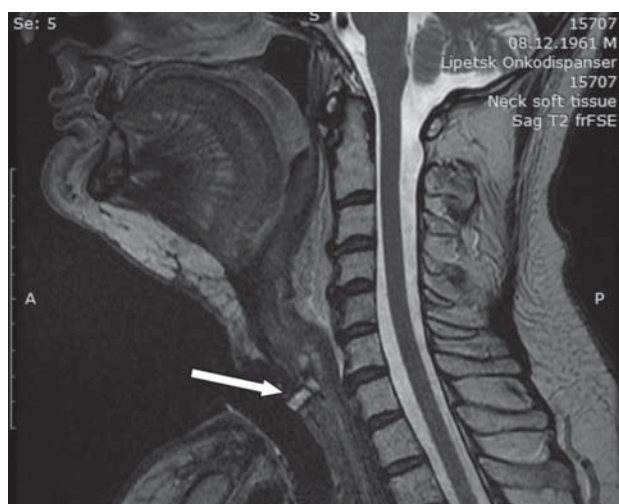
Визуализация голосового протеза на МРТ у пациента после ларингэктомии с ТППШ и голосовым протезированием (стрелка)
